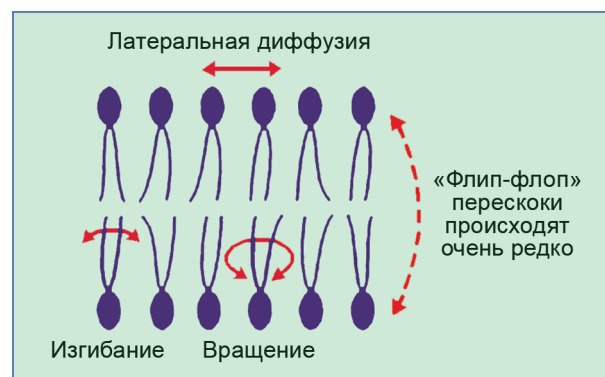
Процессы латеральной диффузии, вращения, флип-флоп-переходов, которые характеризуют преодоление ЖК плазматической мембраны.
